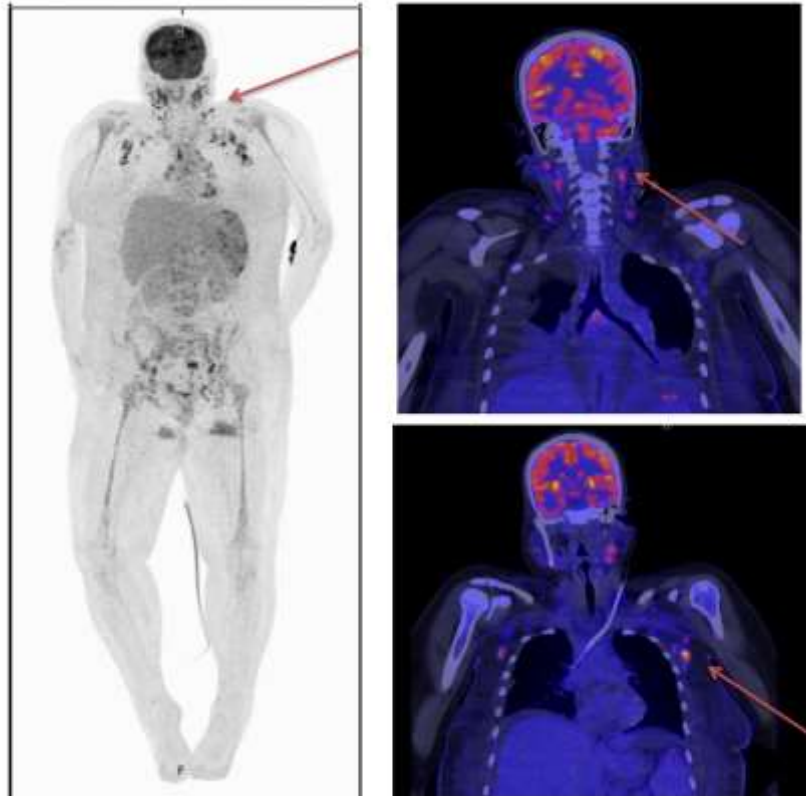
PET-CT vor Therapie mit Lymphadenopathie cervical, axillär und intraabdominell. Weiterhin zeigt sich eine FDG-aktive Splenomegalie.
